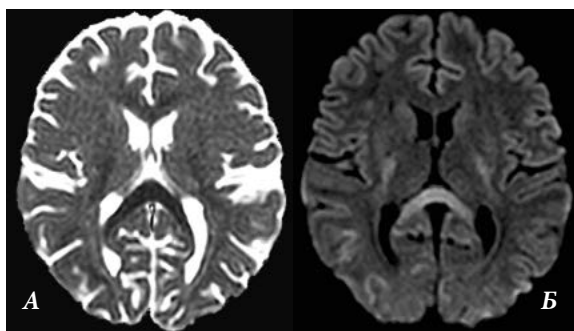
Пациент 10 лет с острым миелоидным лейкозом и синдромом цитотоксического отека мозолистого тела. МРТ головного мозга: МР-признаки цитотоксического отека в мозолистом теле («знак бумеранга») МРТ головного мозга: А — АСD, Б — DWI
